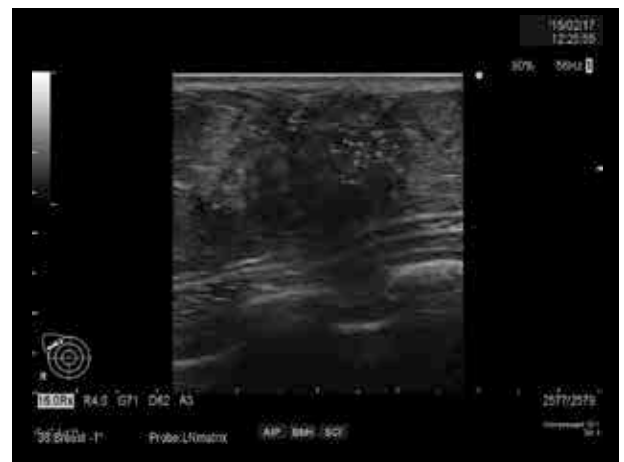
右乳房C領域に30×21mmの境界不明瞭な微細石灰化を伴う低エコー域を認める
